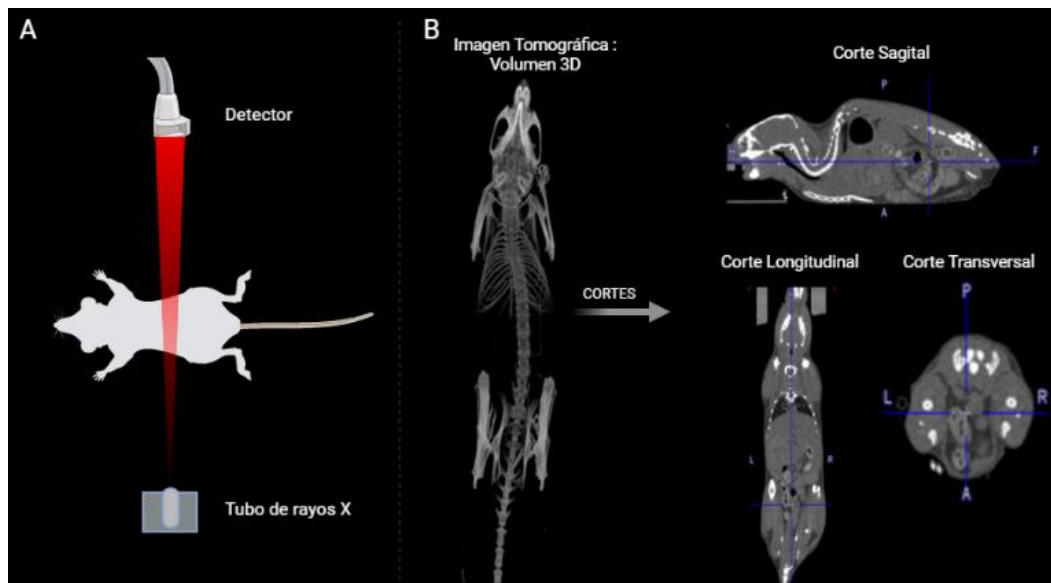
A Fundamento equipo CT B Imagen Tomográfica en 3D y sus respectivos cortes sagital, longitudinal y transversal
